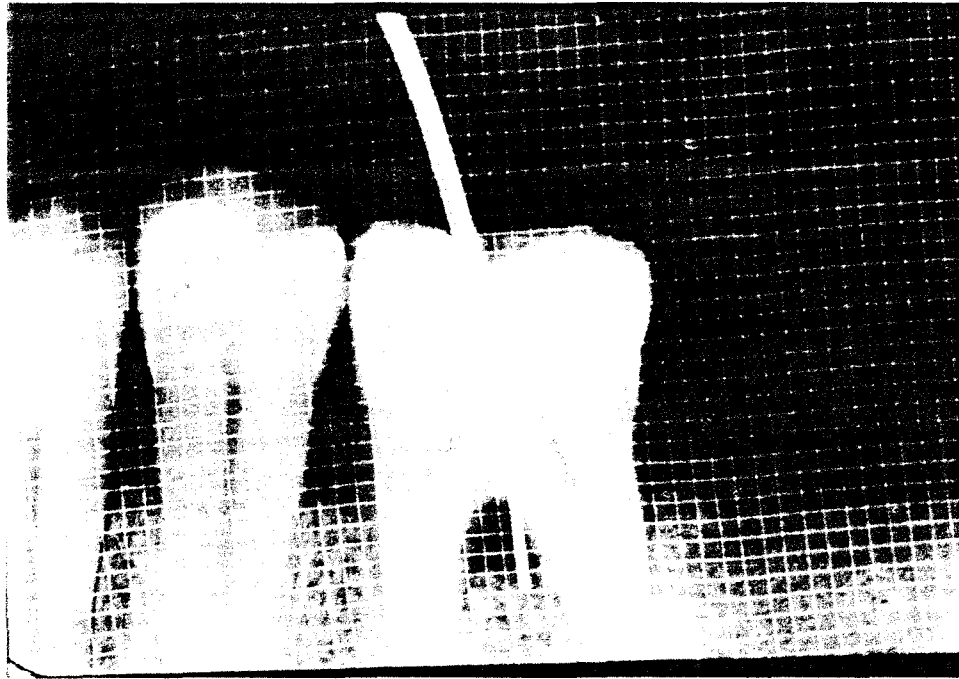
Röntgen filmi üzerine yerleştirilen elek
